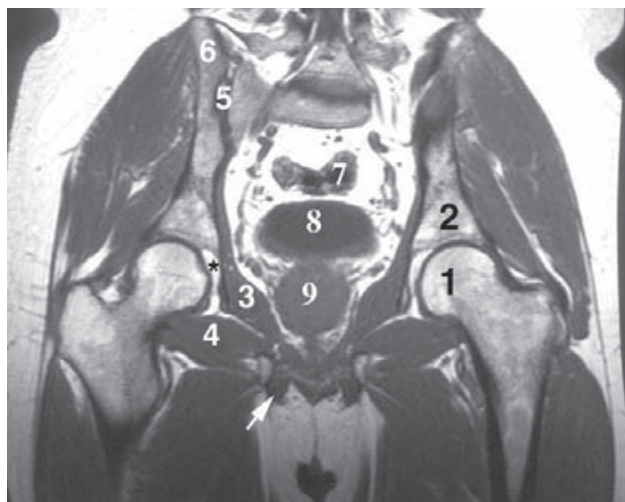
RM coronal de la pelvis masculina. 1) Cabeza del fémur. 2) Iliaco. 3) Músculo obturador interno. 4) Músculo obturador externo. 5) Articulación sacroiliaca. 6) Cresta ilíaca. 7) Colon sigmoide. 8) Vejiga de la orina. 9) Próstata. Raíz del cuerpo cavernoso (flecha). Fosa acetabular (asterisco).
